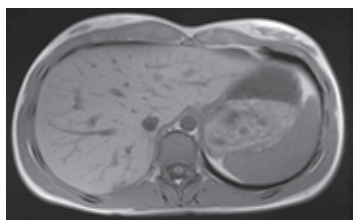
МРТ органов брюшной полости от 15.09.2025
